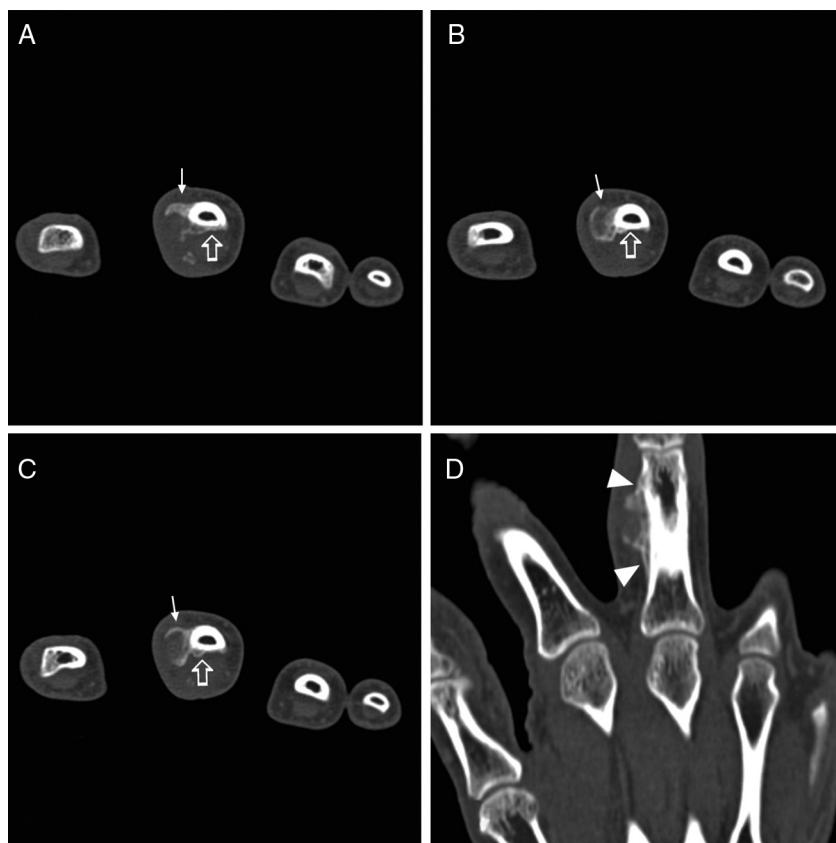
TC em cortes axiais (A, B, C) mostra ossificação (setas) que se estende do osso e envolve externamente a cortical flexora (setas abertas), em contiguidade com a nodulação da face radial e flexora. Reconstrução em plano coronal (D) evidencia continuidade da lesão nodular com reação periosteal (cabeças de seta) que se estende para a face flexora.
